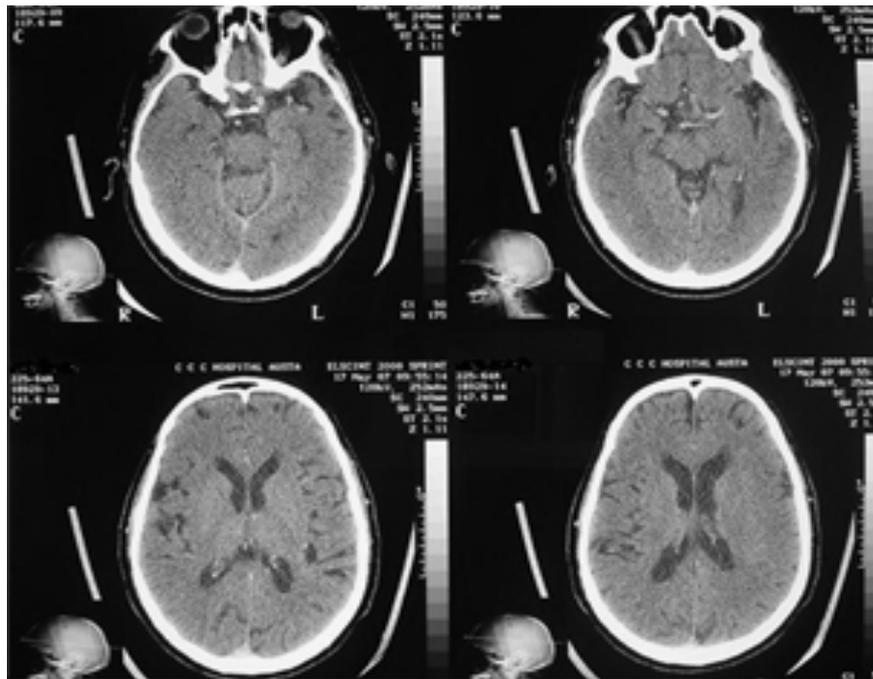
tomografia de crânio.
